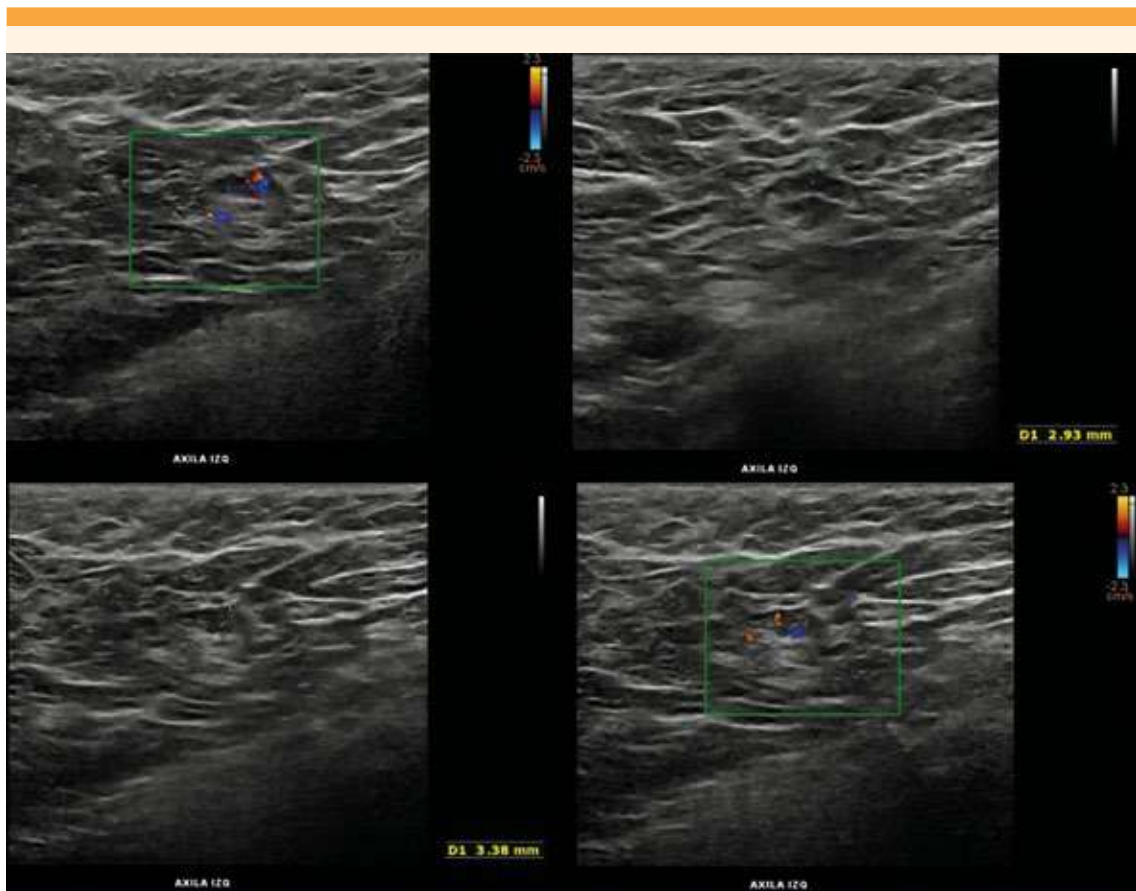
Ultrasonido de mama, ganglio axilar izquierdo, de aspecto inflamatorio con vascularidad aumentada y cortical de 3.38 mm.
